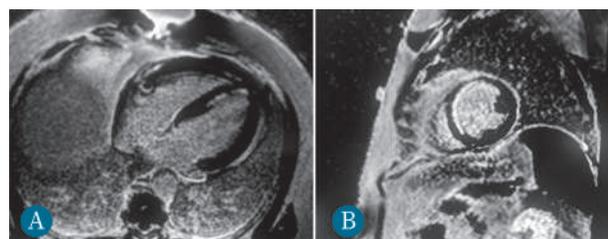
RM cardiaca que muestra una miocardiopatía isquémica en un plano 4 cámaras (A) y eje corto (B). Ejemplifica la capacidad de caracterización tisular de la resonancia cardiaca para el estudio de miocardiopatías. Visualizamos realce tardío de gadolinio de tipo isquémico (Afectación endocárdica-transmural en mayor o menor porcentaje). Cortesía de la Dra. Fernández Gassó.
